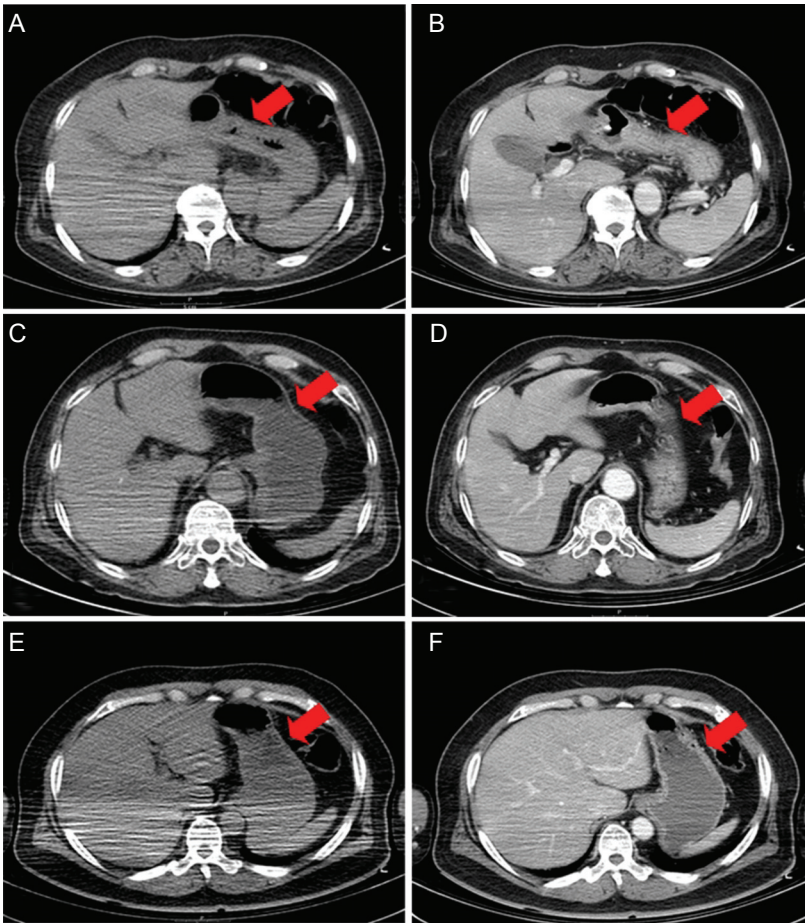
A Comparison of CT images; Red arrow is pointing the stomach region. Non Drink Group (A, B) were immediately checked up the stomach contraction from obtained CT images (A) and 30 minutes delayed images (B). Water Drink Group (C, D) showed the stomach extension from obtained CT images (C). However, on 30 min delayed images (D), the stomach contraction were observed. In Orange Juice Drink Group (E, F), Both of immediately obtained CT images and 30 minutes delayed images (F) showed to stomach extension.
